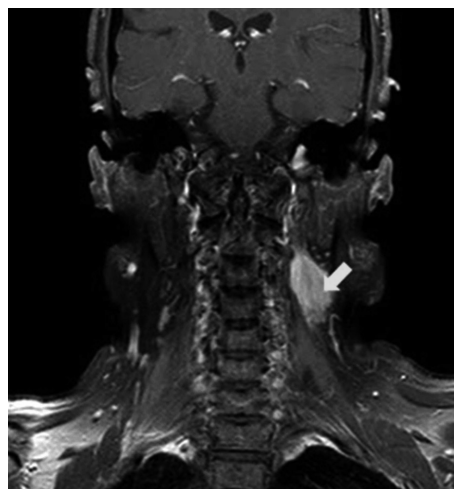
T1 enhance coronal MR image. About 4 cm size enhancing mass at left posterior neck space, abutting paravertebral muscle at C3-4 level (arrow).
